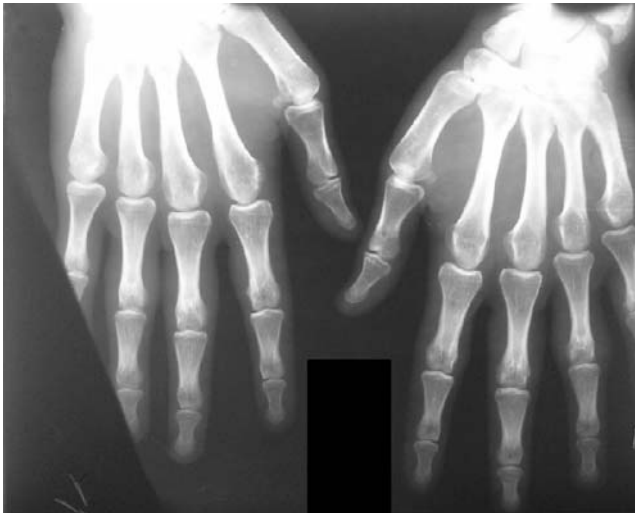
Рентгенография кистей больного С.: утолщения мягких тканей латеральных поверхностей проксимальных фаланг II–IV пальцев обеих кистей, отсутствие изменений костной ткани предполагаемого ЮРА. Лечения не получал ввиду сомнений в диагнозе.
